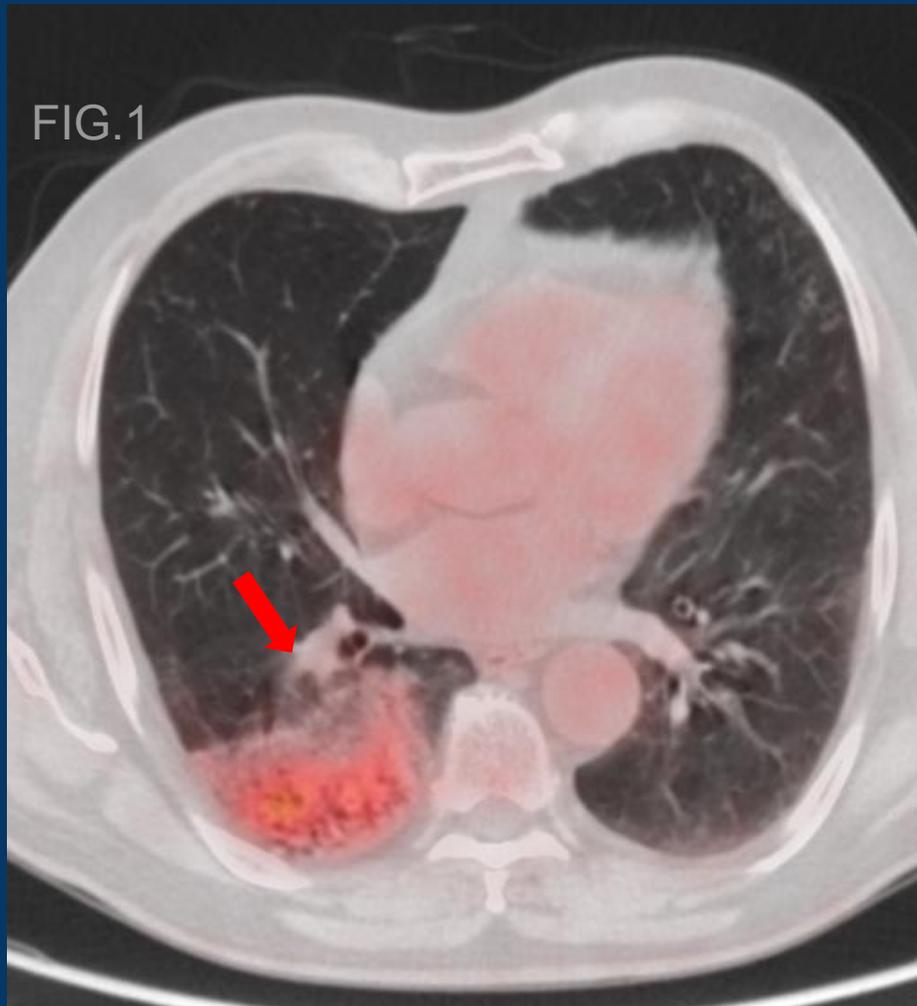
FDG PET CT. Proceso tumoral con alto contenido de mucina, donde se observa área de densificación con broncograma aéreo con leve hipercaptación del radiotrazador (SUV max 3.2) en LID.
